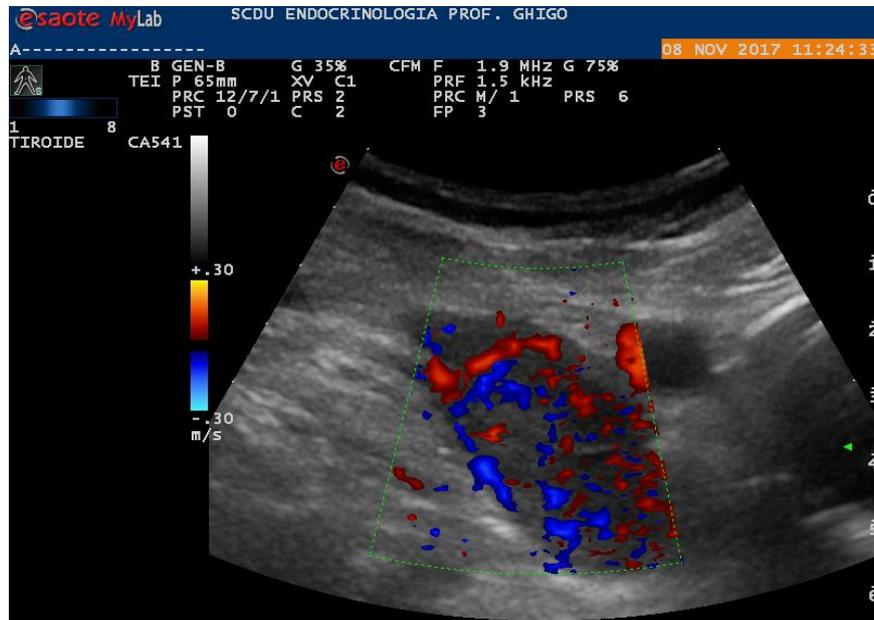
Ecografia: massa localizzata in sede atipica, paragiugulare destra, caratterizzata da struttura solida, ipoecogena con margini irregolari, sfumati. E' presente intensa vascolarizzazione intranodale.
